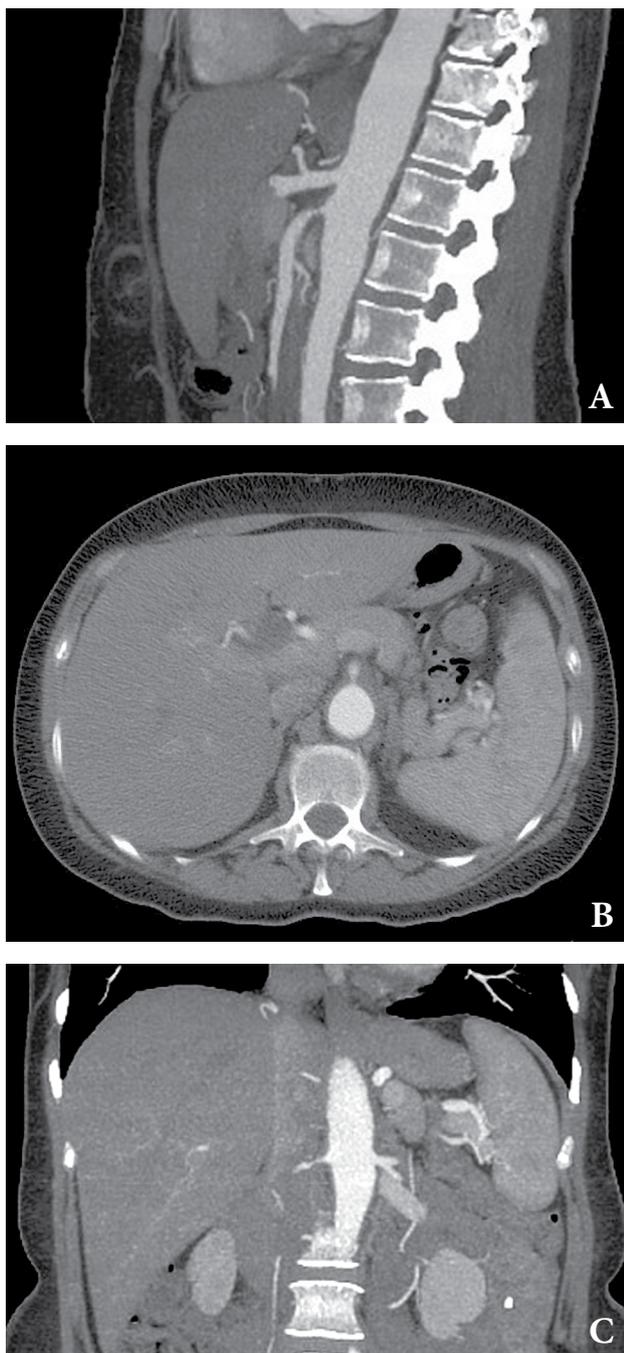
КТ-признаки артериита Такаясу.
